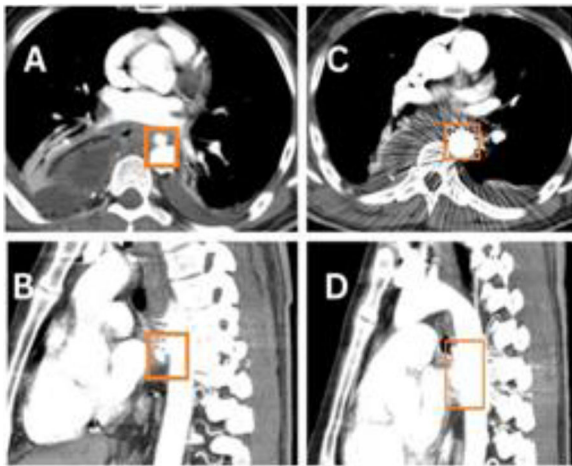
Vista axial (A) y sagital (B) del aortograma con TC posterior a la primera colocación de stent en la aorta, mostrando la cobertura parcial de la comunicación fistulosa. Vista axial (C) y sagital (D) del aortograma con TC posterior a la segunda colocación del stent en la aorta, mostrando la cobertura total de la comunicación fistulosa.
